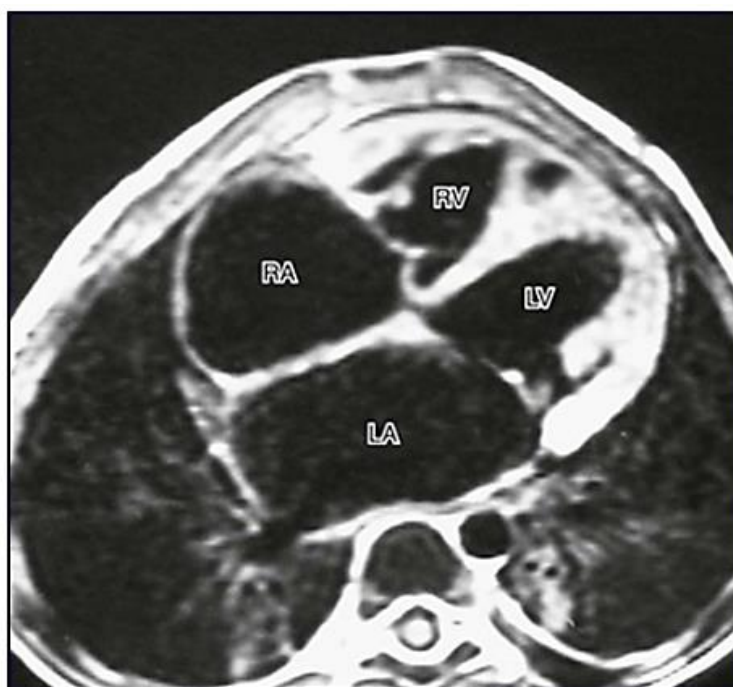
МРТ сердца с идиопатической РКМП у ребенка трех лет демонстрирует небольшой размер правого (RV) и левого (LV) желудочков с дилатацией правого (RA) и левого (LA) предсердий. Признаки утолщения перикарда отсутствуют, что исключает констриктивный перикардит
